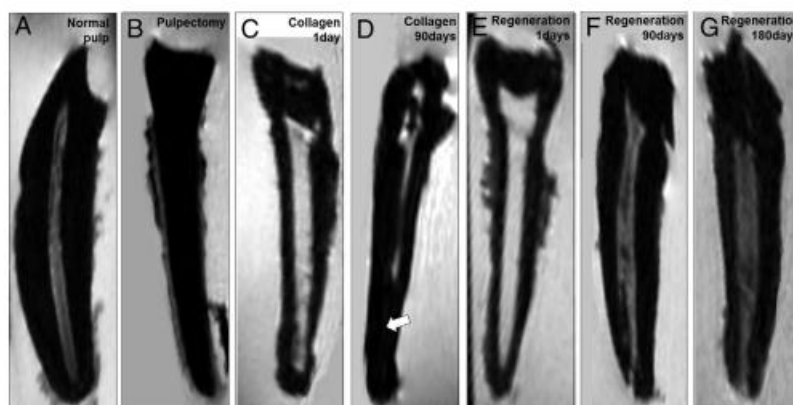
Les changements d'aspect du tissu pulpaire observable par IRM. (A–G) IRM sagittale pondérée en T2. (A) Dent avec un tissu pulpaire normal. (B) Dent dépulpée. (C) Dent 1 jour après la transplantation de collagène seul. (D) Dent 90 jours après la transplantation de collagène seul. La flèche indique une intensité de signal (SI) très bas dans la partie apicale du canal radiculaire. (E) Dent 1 jour après la transplantation de MDPSCs et G-CSF avec du collagène. (F) Dent 90 jours après la transplantation de MDPSCs et G-CSF avec du collagène. (G) Dent 180 jours après la transplantation de MDPSCs et G-CSF avec du collagène. L'aspect pulpaire après transplantation de MDPSCs et G-CSF est similaire à celui d'une pulpe saine dès 90 jours après la transplantation. (77)
